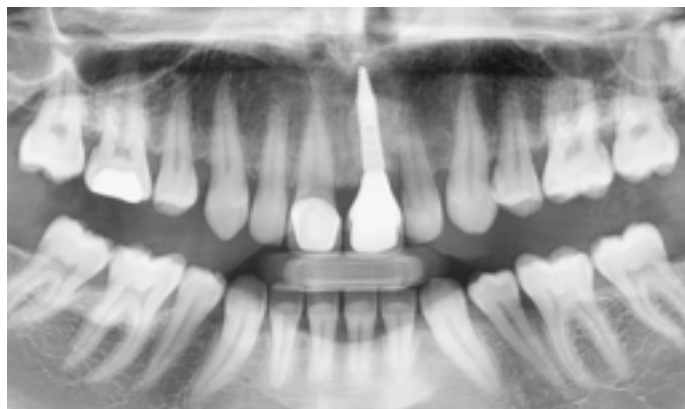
Radiographie panoramique janvier 2016.
